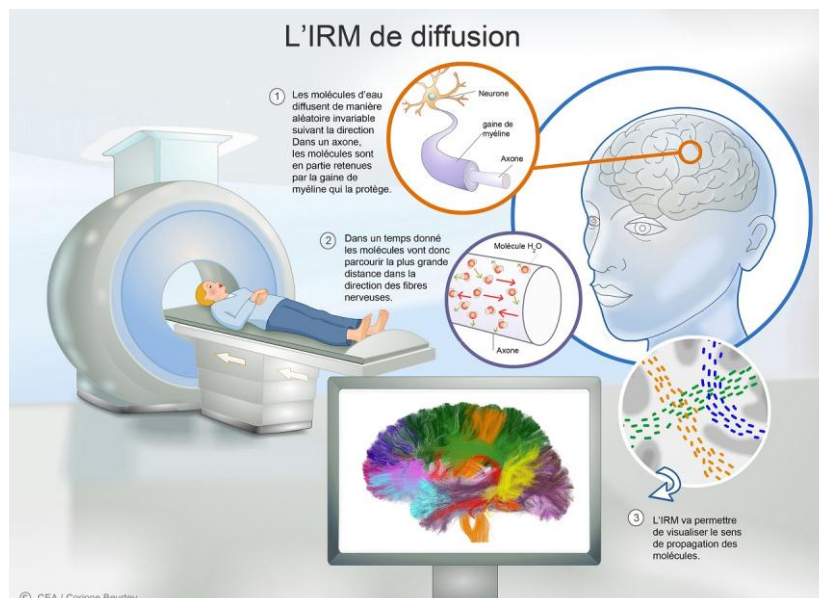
IRM de diffusion [26]
